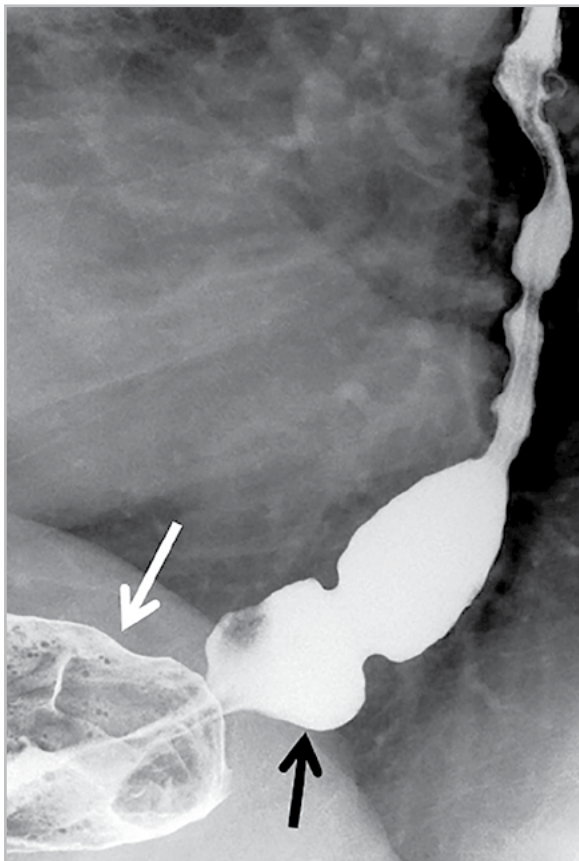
Прицельная рентгенограмма кардиоэзофагеальной зоны в боковой проекции. Осложнения АРО по Ниссену — Розетти (2013) у пациента С., 37 лет. Определяется симптом «скользящий Ниссен», манжета (белая стрелка) сдавливает верхнюю часть тела желудка. «Соскользнувшая» кардия растянута (черная стрелка) вследствие нарушенной проходимости и расположена выше уровня диафрагмы, пищевод укорочен, пищеводно-желудочный переход расположен на 27 мм выше уровня диафрагмы
